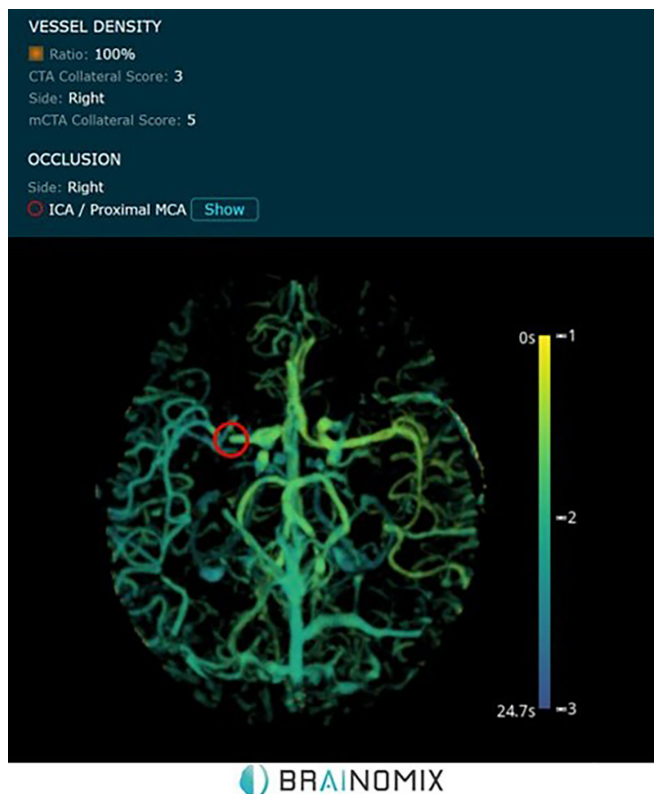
Esempio di studio angio-TC, con relativi risultati automatici, tramite il software Brainomix©.
